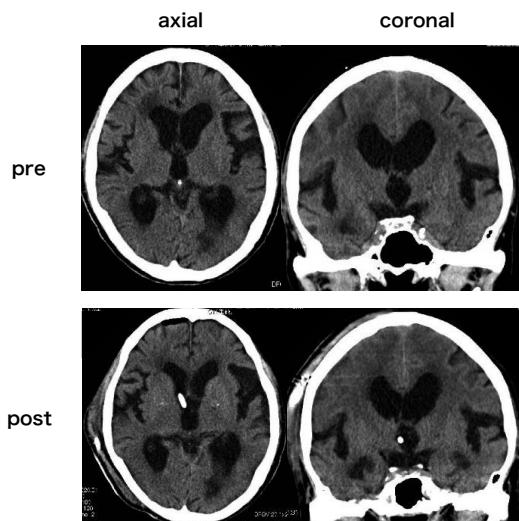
Preoperative and Postoperative CT scans in the axial and coronal (Case 2)
